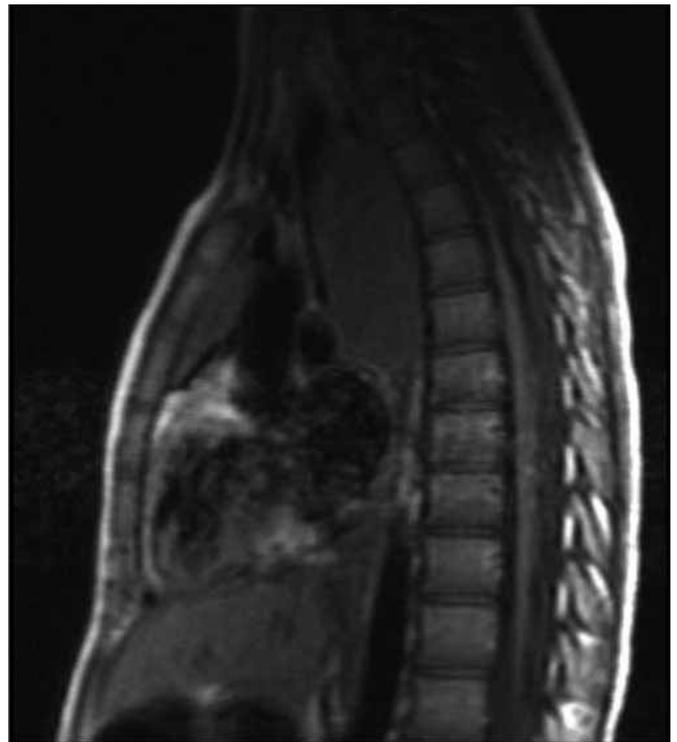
Ressonância magnética torácica em corte longitudinal: lesão quística ocupando o mediastino médio/posterior, com limite cranial a nível da carina e caudal ao nível do contorno superior da aurícula esquerda. Aspectos compatíveis com quisto broncogénico.
